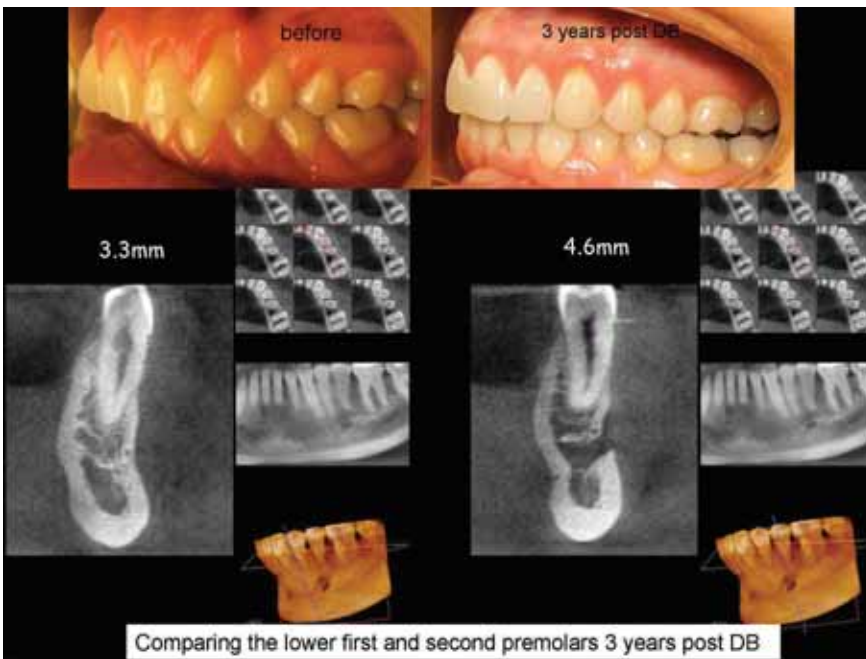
Сравнение трехмерной рентгенографии нижних левых первых и вторых премоляров. Верхний ряд показывает внутриротовые фотографии до и после. Ниже в паре снимки первого премоляра (слева); зеленые линии представляют оптимальное усилие, чтобы изобразить расстояние на коронарном срезе между ЭЦГ и щечным гребнем альвеолярной кости. Девять изображений поперечных срезов альвеолярной кости, сделанных последовательно вдоль корня. Это панорамное и 3-D изображение. Те же изображения повторяются для второго премоляра
